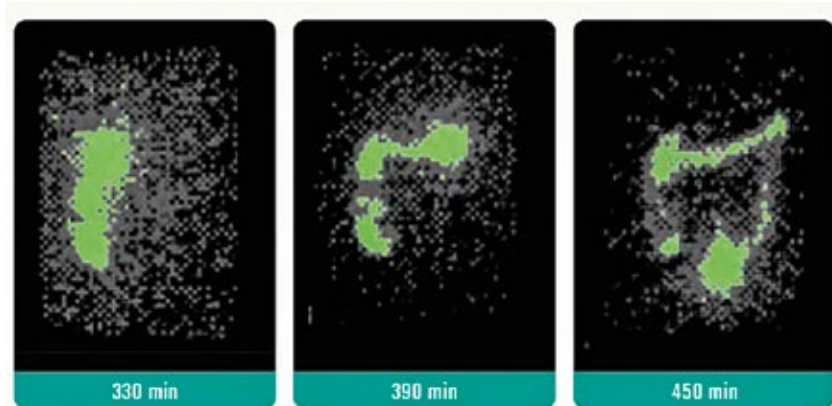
Сцинтиграфические изображения транзита месалазина ММХ (1200 мг), меченого ¹⁵³Sm, по желудочно-кишечному тракту.
